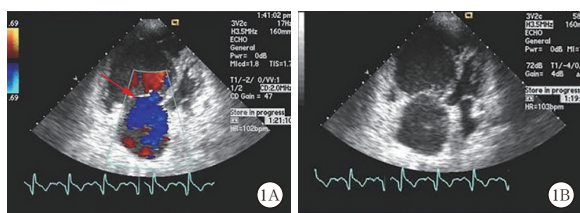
慢性阻塞性肺疾病 (COPD) 合并肺动脉高压 (PAH) 患者经胸超声心动图 (TTE) 检查 红色箭头示三尖瓣反流 (A), 心尖四腔心面 (B)
